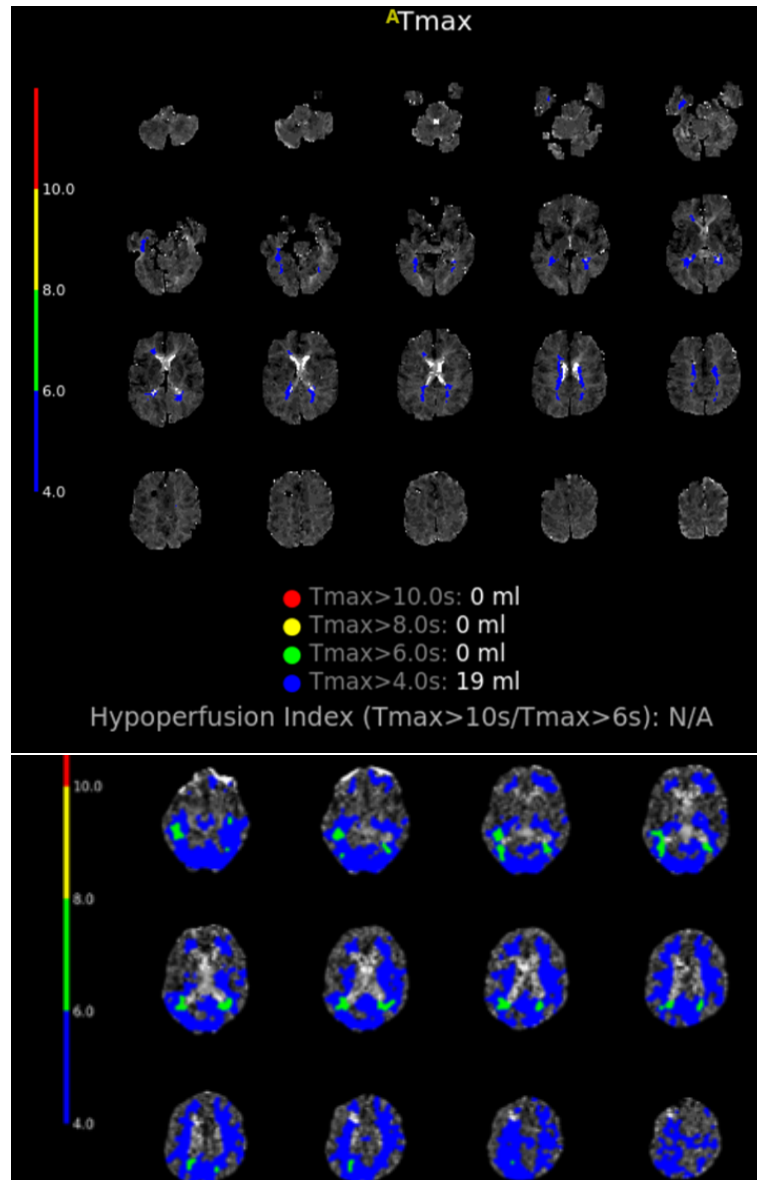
48 – P12 : Tmax en IRM à J3 (dessus), et au scanner à J6 (dessous) : apparition d'un Tmax > 6s principalement en MCAR, à la jonction MCAR/PCAR, et légèrement en PCAL
